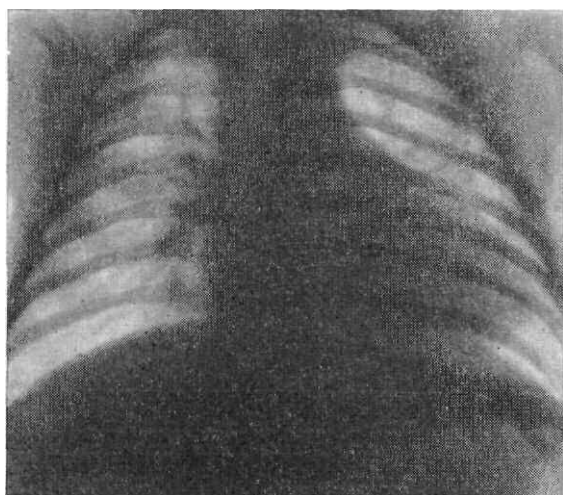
Прямая задняя рентгенограмма органов полости грудной клетки ребенка двух месяцев.
